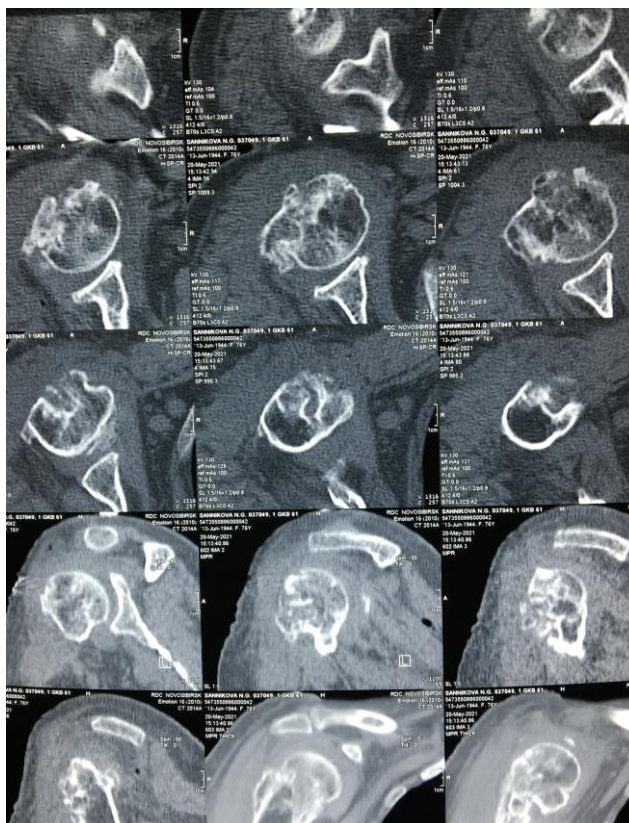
Контрольная КТ пациента С. после удаления металлоконструкций
